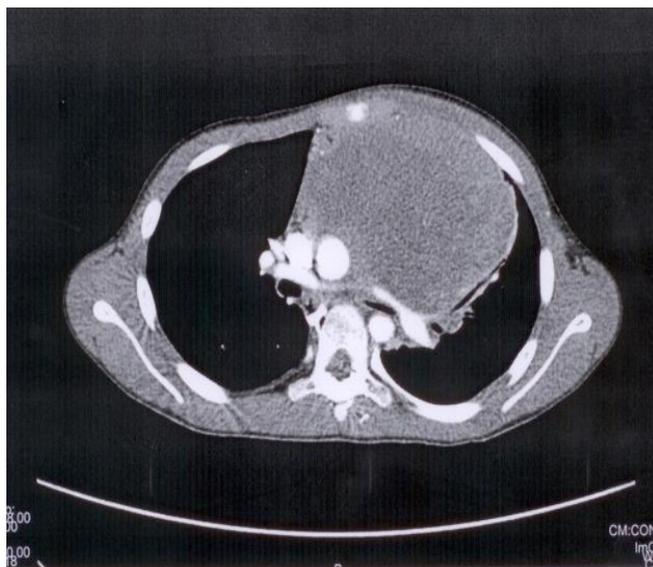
Компьютерная томография органов грудной полости у девочки 10 лет с крупным (13x11x 8 см) образованием переднего средостения со сдавлением левого главного бронха до 0,4 см
